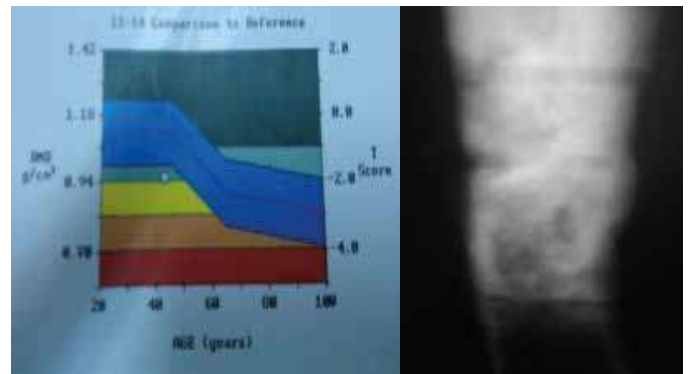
Densitometria óssea com osteopenia (A), e radiografia em ântero-posterior do fêmur após o tratamento com ranelato de estrôncio evidenciando consolidação total.
